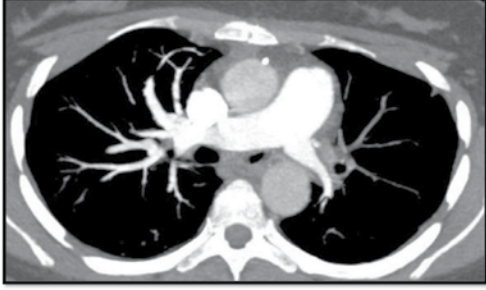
The lumen of the pulmonary artery is totally open on control chest CT
